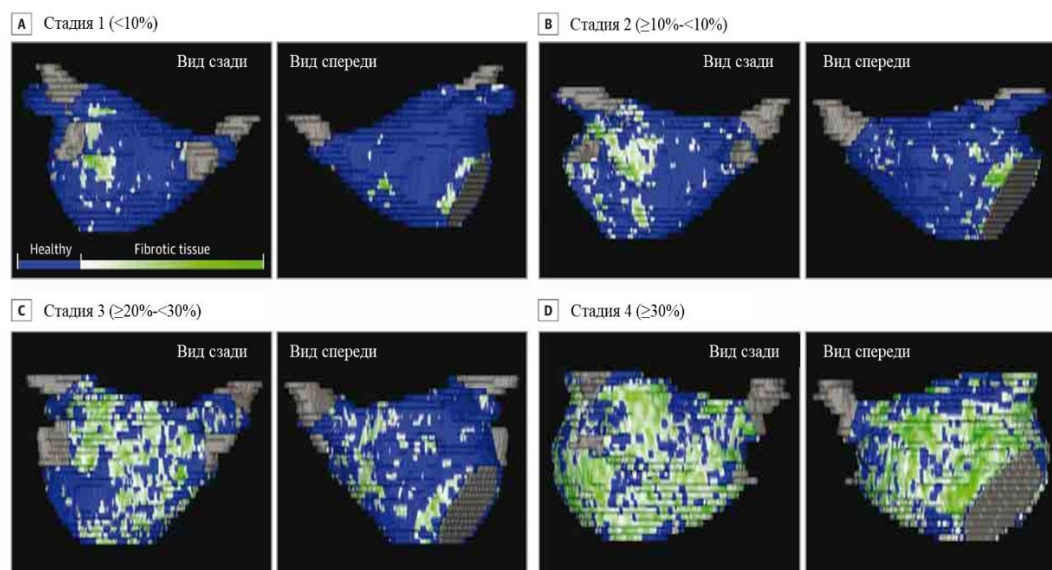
Четыре стадии фиброза миокарда левого предсердия на основе трехмерных МРТ-сканов с отсроченным контрастированием. Типичный пример для каждой стадии фиброза ткани левого предсердия, взятый у 4 разных пациентов. Нормальная стенка левого предсердия показана синим цветом; фиброзные изменения выделены зеленым и белым. С 1-й по 4-ю стадию наблюдается прогрессирующее увеличение объема фиброза в процентах от общего объема стенки левого предсердия. Легочные вены и митральный клапан показаны серым цветом.
